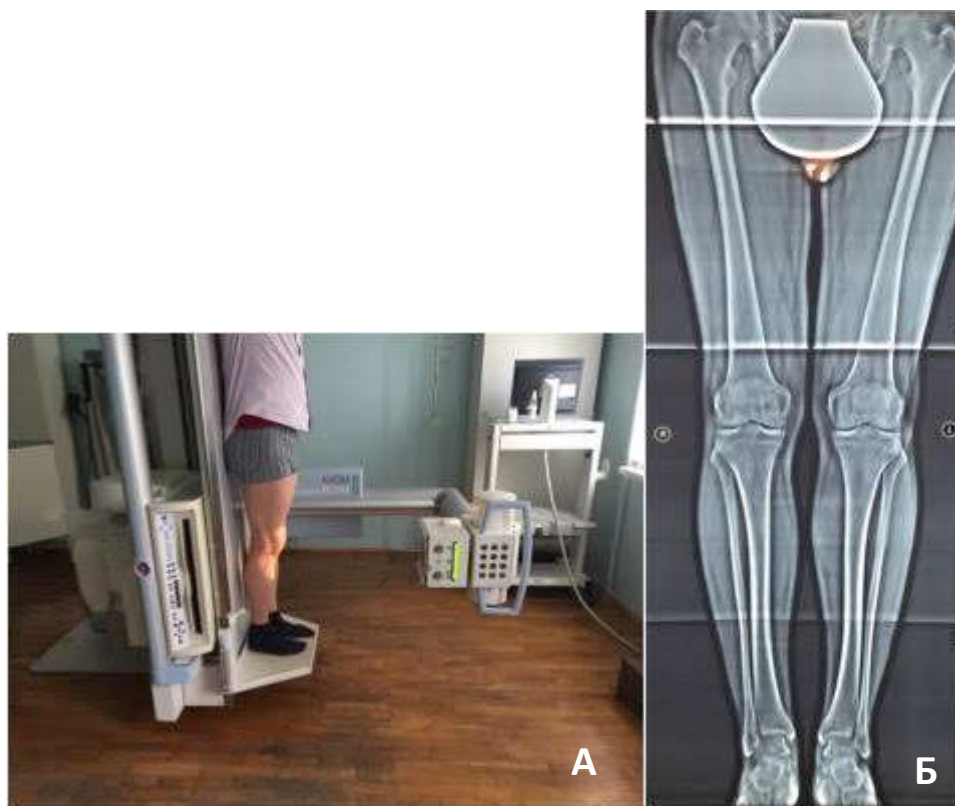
Виконання Stitching-рентгенограми (А), рентгенограма (Б)
